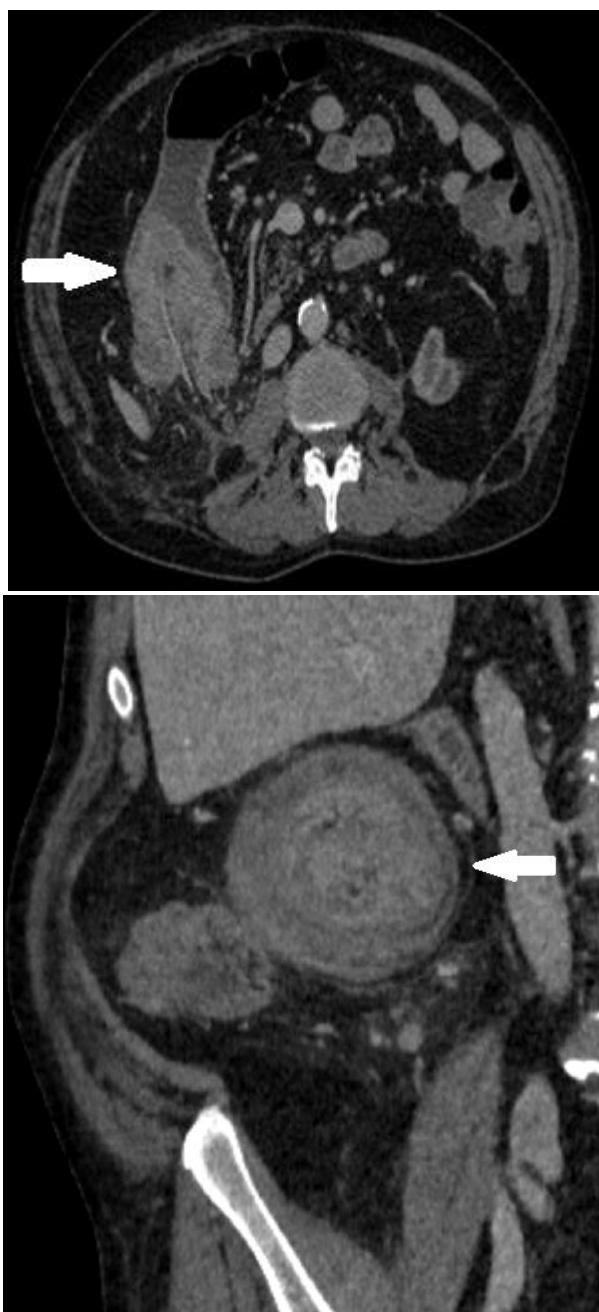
22.7b: TC demonstrando intussuscepção, com o “sinal do alvo”.
